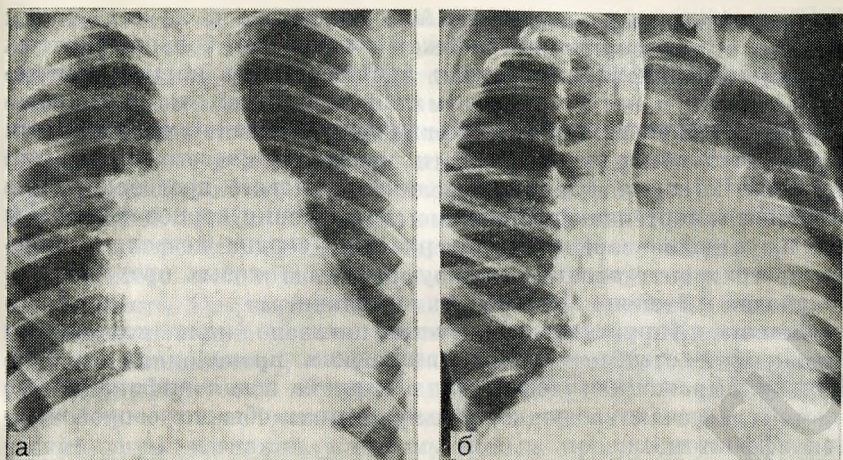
79. Рентгенограмма грудной клетки больного с изолированным стенозом митрального клапана ревматической этиологии.
